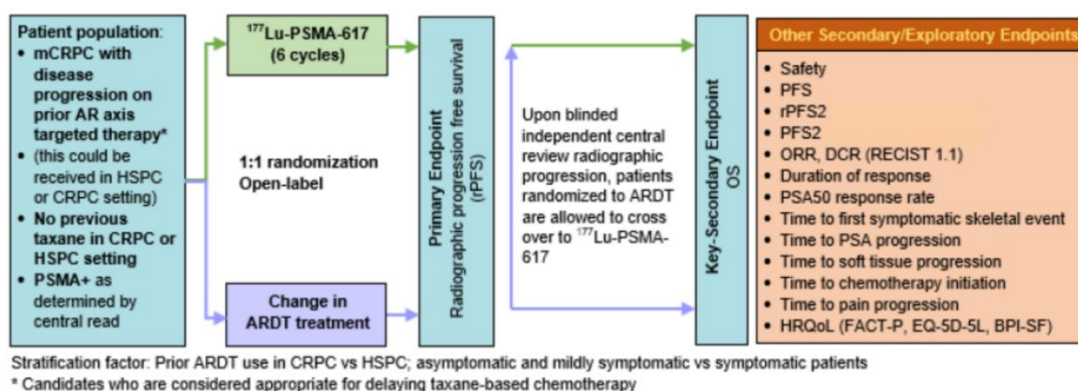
試験デザイン (PSMAfore 試験)
